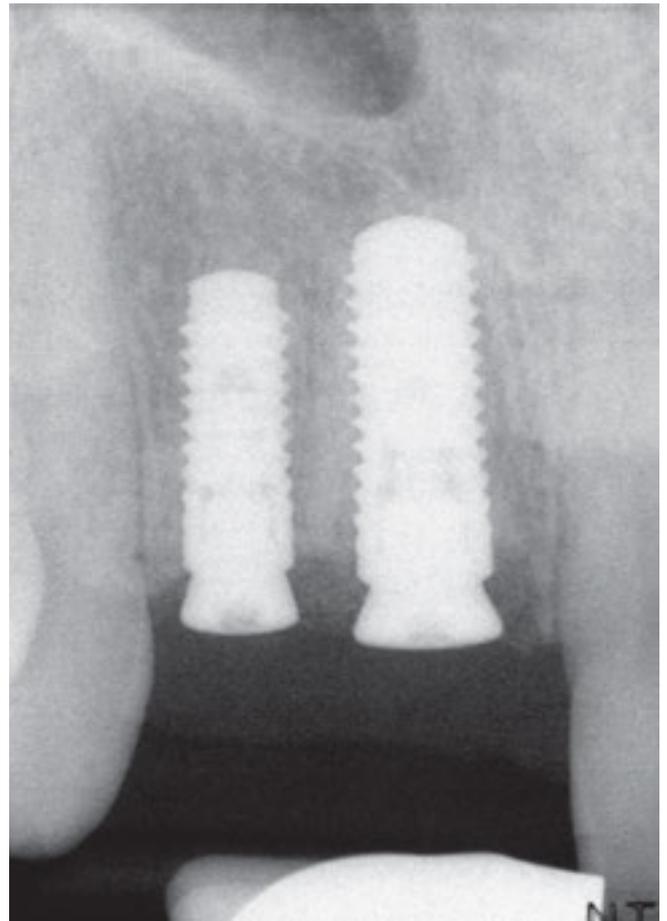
Lors du contrôle une semaine plus tard, la radiographie a confirmé le positionnement correct des axes des implants dans les régions 11 et 12.
